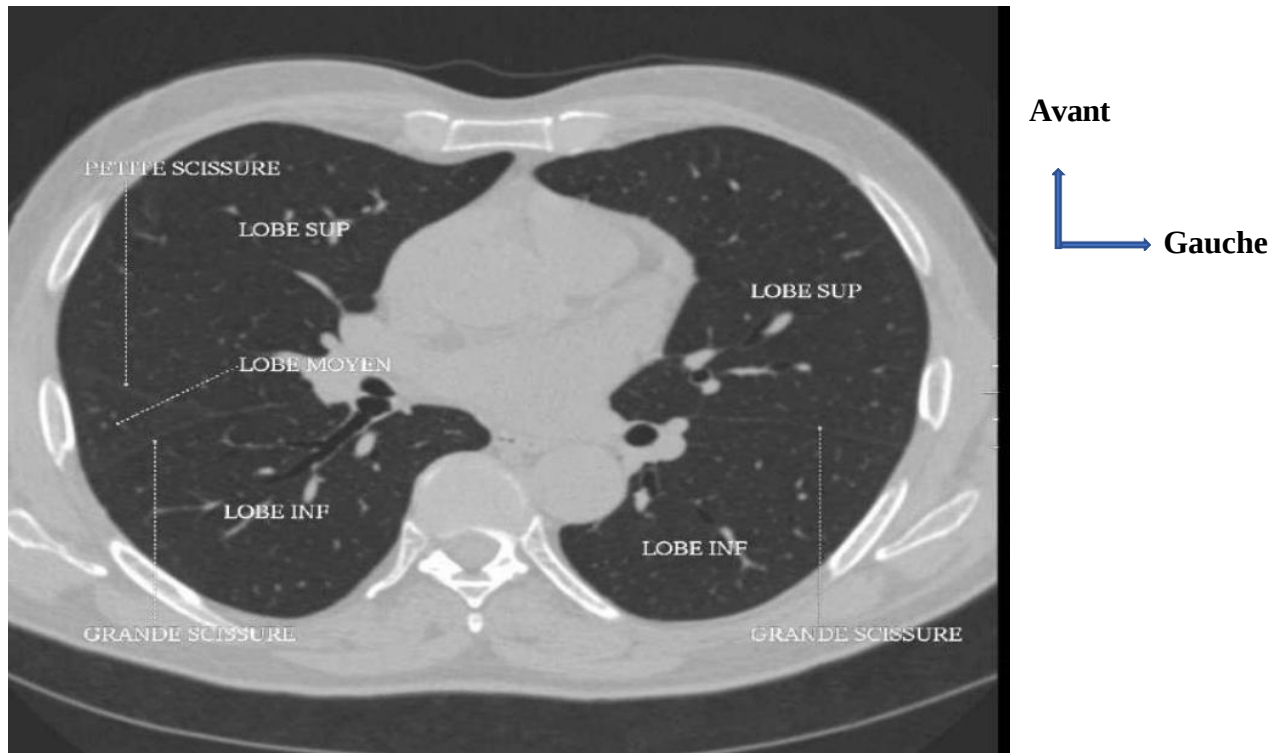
TDM thoracique coupe axiale passant par le hile montrant les lobes des poumons.
